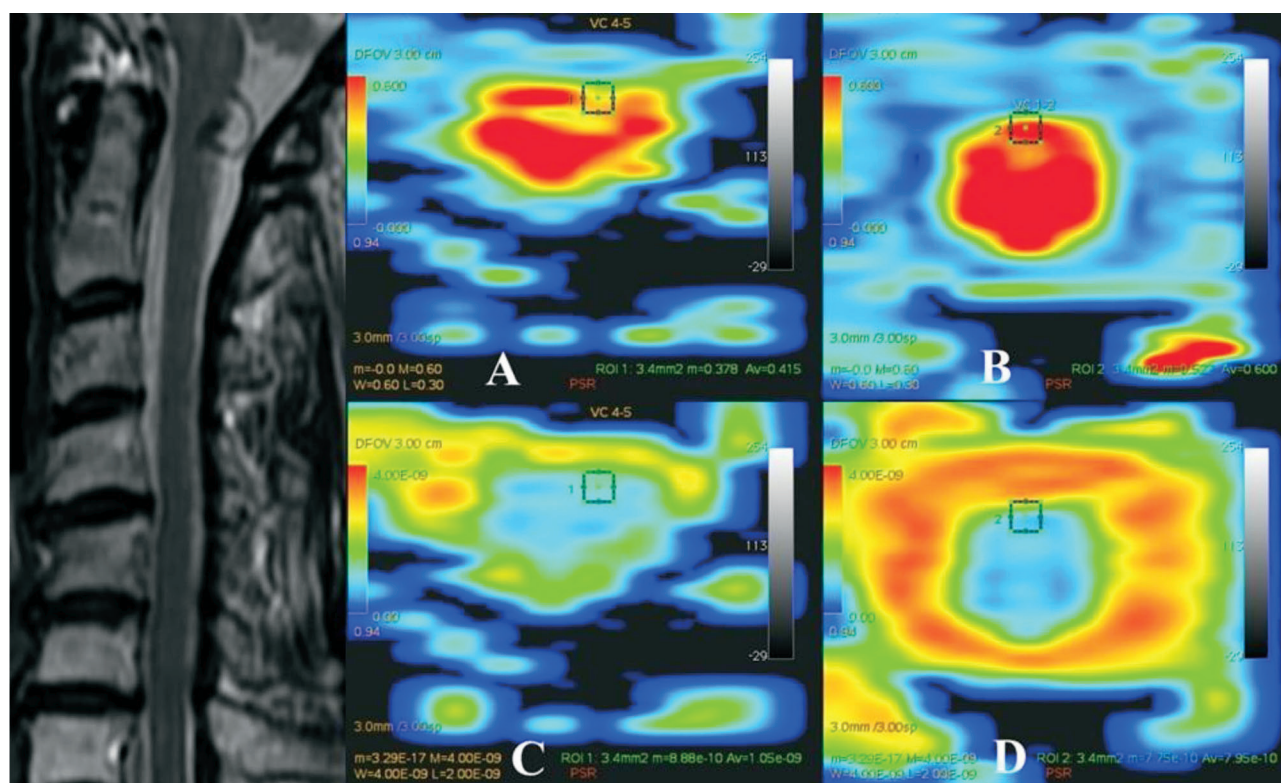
adalah hasil pemeriksaan MRI servikal sekuens T2WI potongan sagital dan sekuens DTI potongan axial (A, B, C, D). Pada potongan sagital sekuens T2WI, tampak adanya stenosis kanalis servikalis *grade* II pada *level* C5-6. Pada potongan axial sekuens DTI, tampak nilai FA pada *level* C5-6 adalah 0,381 dan nilai FA pada *level* C1-2 adalah 0,595 sedangkan nilai MD pada *level* C5-6 adalah  $1,00\text{e-}09$  dan nilai MD pada *level* C1-2 adalah  $7,81\text{e-}10$ . Hasil DTI ini berarti adanya kondisi patologi pada medula spinal *level* C5-6 yang tampak pada penurunan nilai FA dan peningkatan nilai MD dibandingkan pada *level* C1-2, yang mana pada potongan sagital sekuens T2WI belum tampak adanya peningkatan intensitas signal pada medula spinal *level* C5-6 tersebut.
